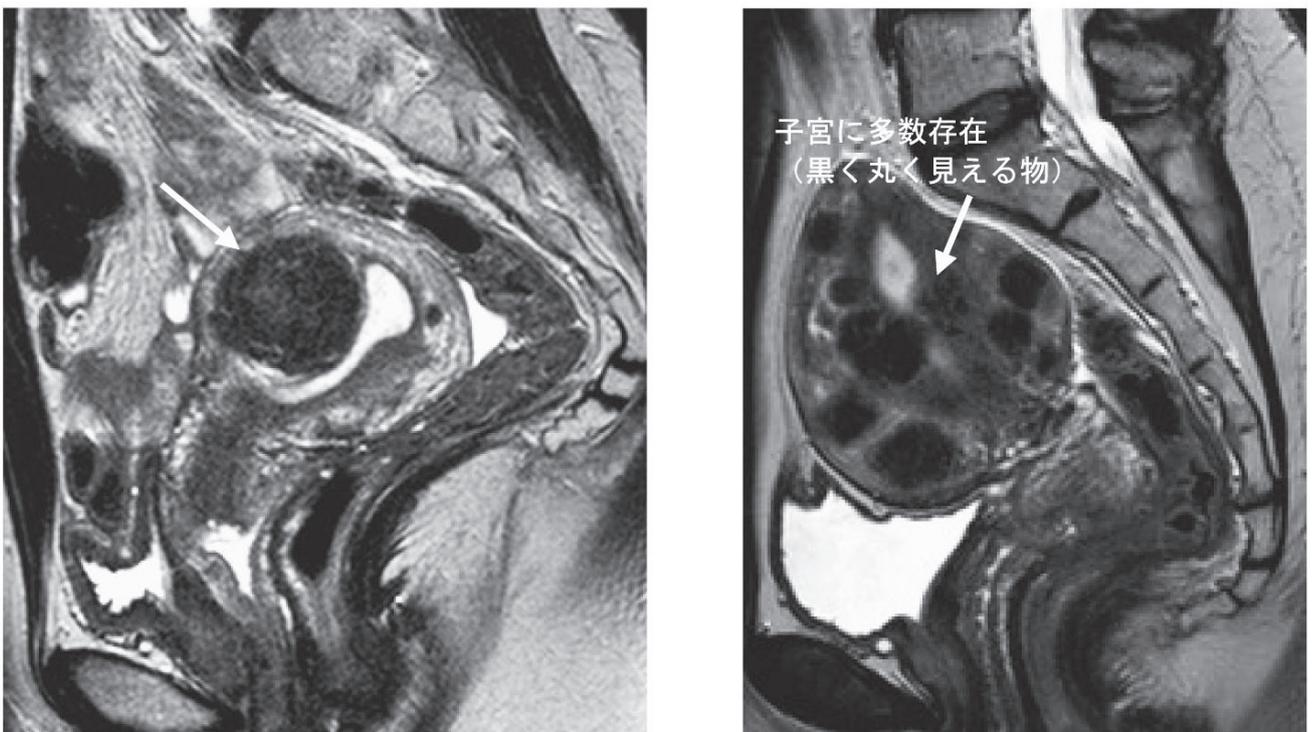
MRI の画像 (A : 筋層内筋腫 B : 多発性筋腫)
